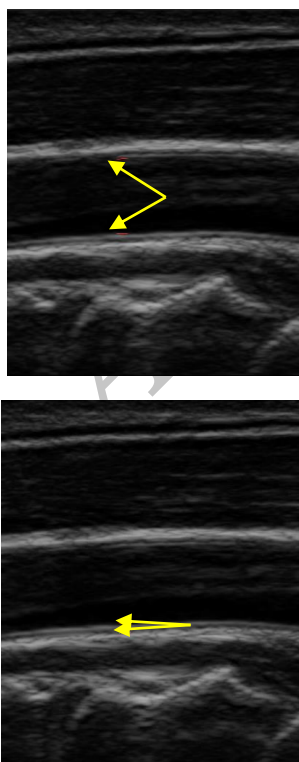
internal lumen and intima-media dinterface contours resulted from transverse ultrasonic image sequence
